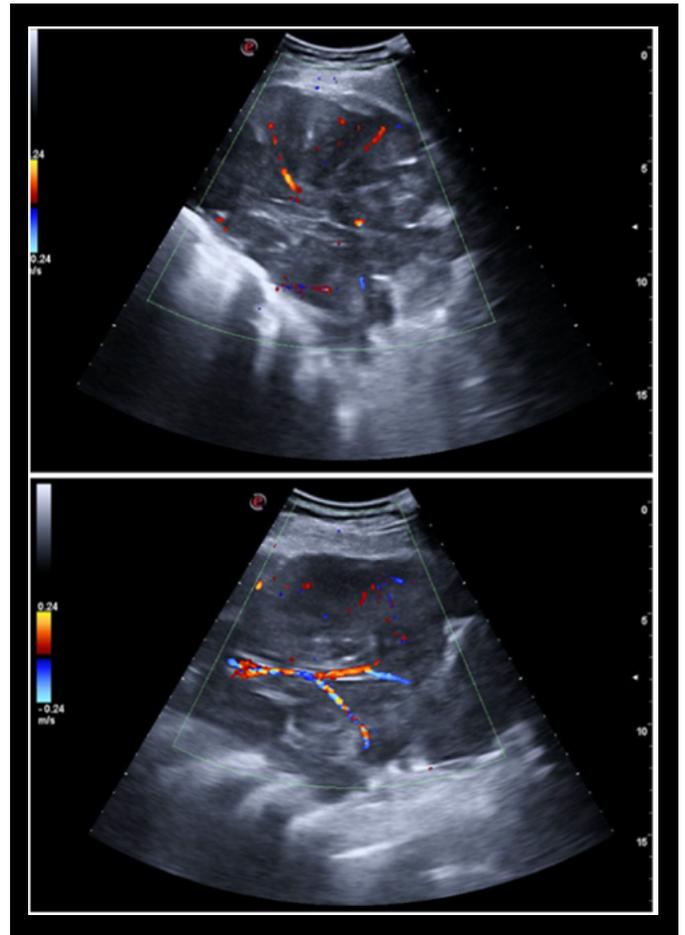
Imágenes de ecografía clínica, donde se evidencia adenopatía de 10 cm con presencia de zonas hiperecogénicas e hipoe-cogénicas en su interior, márgenes irregulares y una vascularización mixta con el doppler color.
